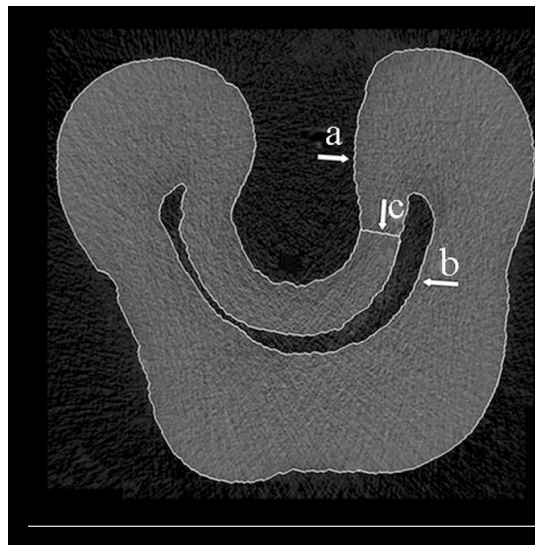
Coupe micro-CT d'un canal en C. (a) Surface externe de la racine (b) La paroi canalaire interne (c) La finesse de la paroi canalaire [19].
